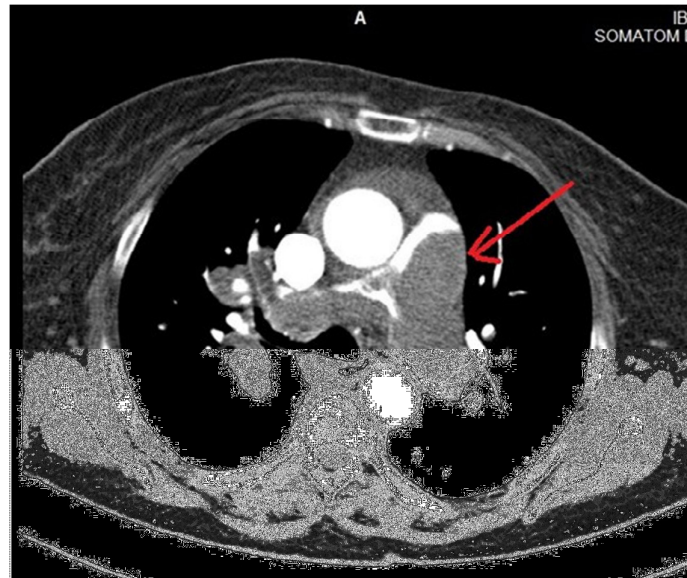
Examen angio CT artere pulmonare. Embolie pulmonară masivă cu defect de umplere intraluminal (săgeată roșie) la nivelul trunchiului arterei pulmonare, cu extensie la nivelul celor 2 ramuri principale.
